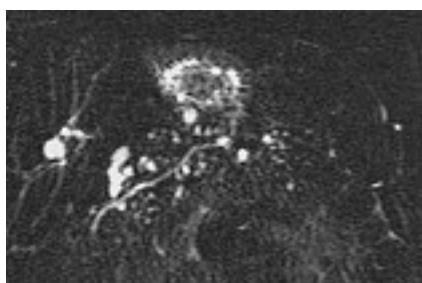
Multiples canaux secondaires dilatés, répartis tout au long de la glande répondant à une TIPMP diffuse (pancréato-IRM pondérée en T2 avec coupes épaisses de 2,5 cm)
